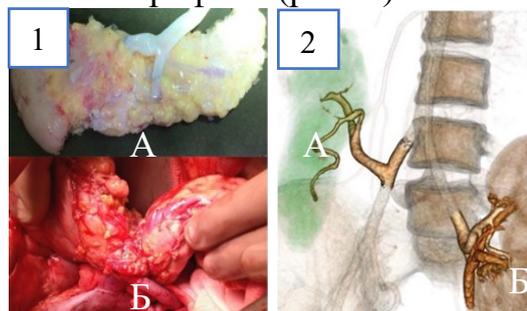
Хирургическое лечение больных СД 1 типа и ТХПН. 1 – этапы трансплантации поджелудочной железы: А – подготовка донорского панкреатодуоденального комплекса, Б – донорский панкреатодуоденальный трансплантат в брюшной полости реципиента после реперфузии; 2 – компьютерная томограмма с внутривенным контрастированием в режиме 3D–реконструкции. Типичное расположение трансплантатов: А – поджелудочной железы, Б – почки.
